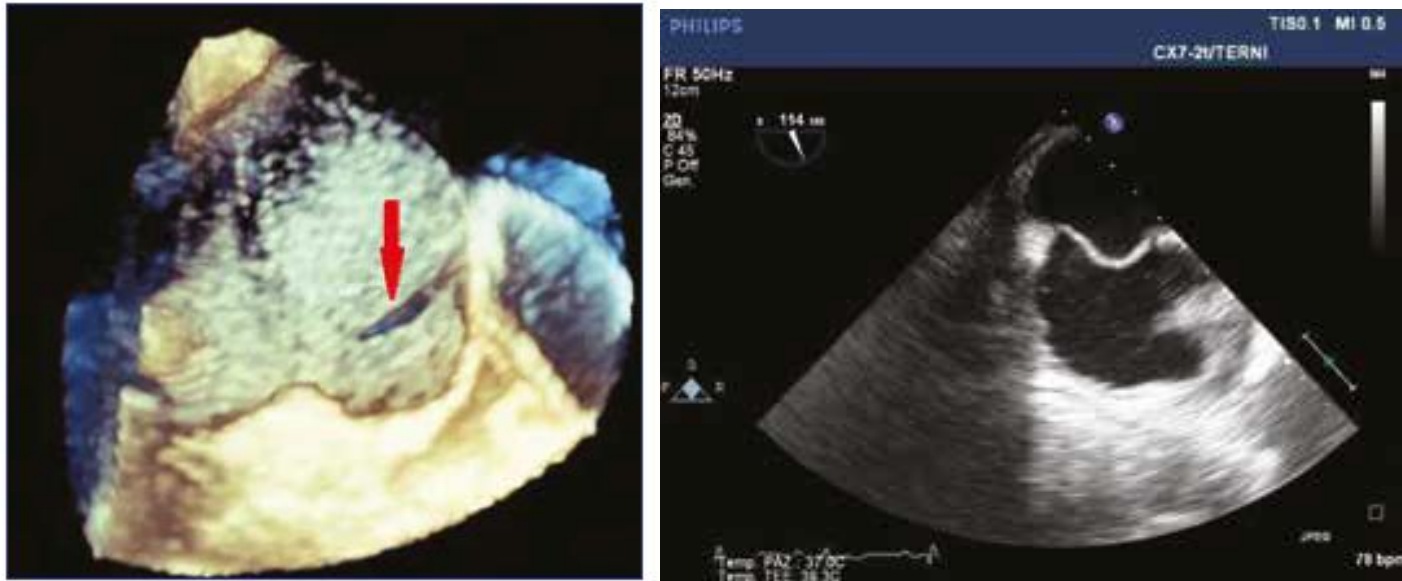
Visualizzazione ecocardiografica transesofagea 3d di setto interatriale con forame ovale pervio.
